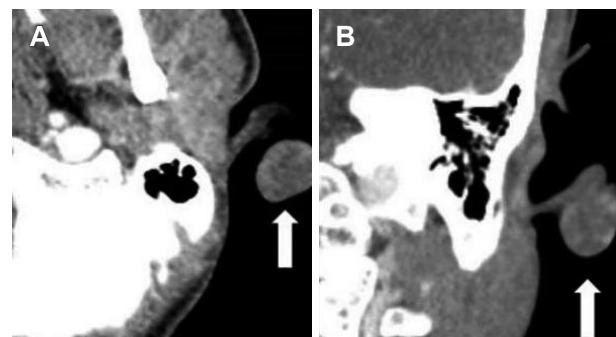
Preoperative axial (A) and coronal (B) computed tomography scans reveals 1.8×1.4 cm well defined heterogenous enhancing mass in inferior 1/3 portion of left helix (white arrow).
